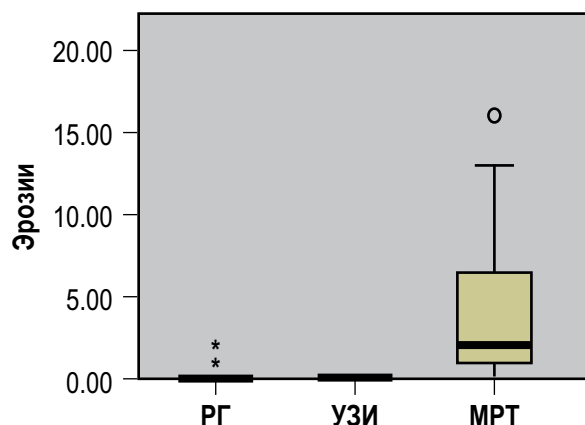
Сравнение результатов РГ, УЗИ и МРТ по параметру «эрозия» непараметрическим анализом Kruskal–Wallis
